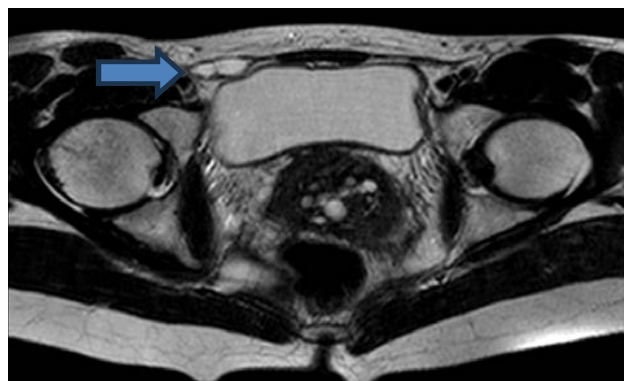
МРТ, T2-взвешенное изображение. Кистозное тонкостенное образование с тонкими перегородками
